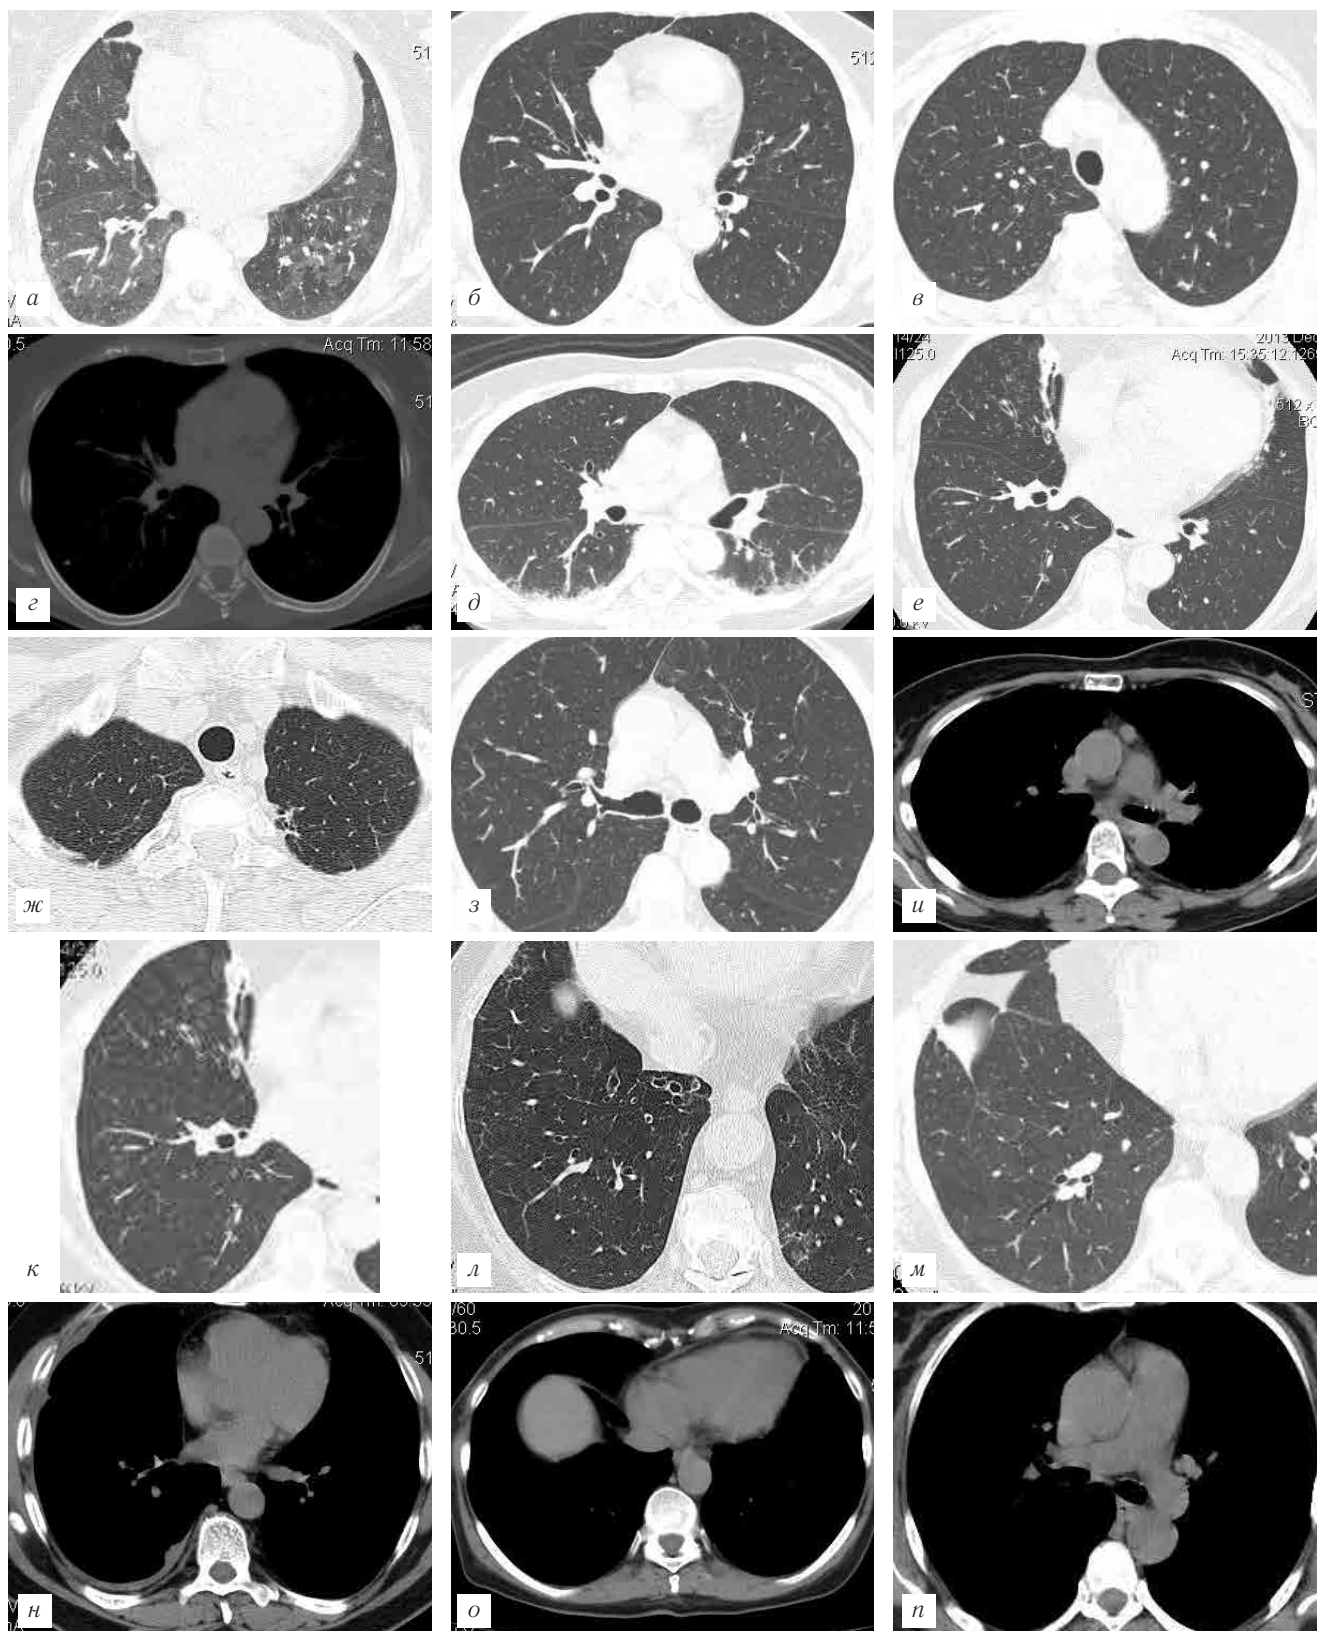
КТ-признаки ревматоидного артрита в начальной стадии: *а* — высокоразрешающая рентгеновская компьютерная томограмма (ВРКТ), определяется неравномерность вентиляции легочной ткани, появление «воздушных ловушек»; *б* — КТ-томограмма легких, единичные мелкие хаотически расположенные низкоплотностные очаги (ревматоидные узелки), лежащие на неизменном легочном фоне, преимущественно в верхних отделах легких с обеих сторон; *в* — КТ-томограмма легких, фиброзная трансформация узелков; *г* — КТ-томограмма легких, наличие обызвествлений в очагах; *д* — КТ-томограмма легких, проявления организуемой пневмонии; *е* — КТ-томограмма легких, тракционные бронхоэктазы на фоне инфильтративных изменений, подвергшихся склерозированию; *ж* — субплевральные фиброзные изменения в верхних отделах с обеих сторон в сочетании с проявлениями эмфиземы; *з* — неравномерное утолщение стенок крупных бронхов, формирование в них дивертикулов; *и* — уплотнение и обызвествление стенок крупных бронхов; *к* — КТ-картина «дерева в почках»; *л* — поражение мелких бронхов, проявляющееся бронхоэктазами; *м* — поражение мелких бронхов, проявляющееся бронхиолоэктазами; *н* — внелегочные поражения: жидкость в плевральных полостях; *о* — внелегочные поражения: жидкость в полости перикарда; *п* — КТ-признаки легочной гипертензии.
